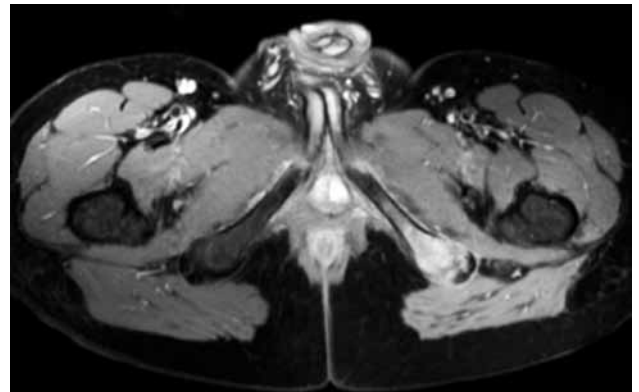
Aksiyel T_{1a} manyetik rezonans görüntüleme: Sol tuber iskiyumda avülsiyon yaralanmasına bağlı ayrılma gösteren apofiz, komşu yumuşak dokularda kalınlaşma.
